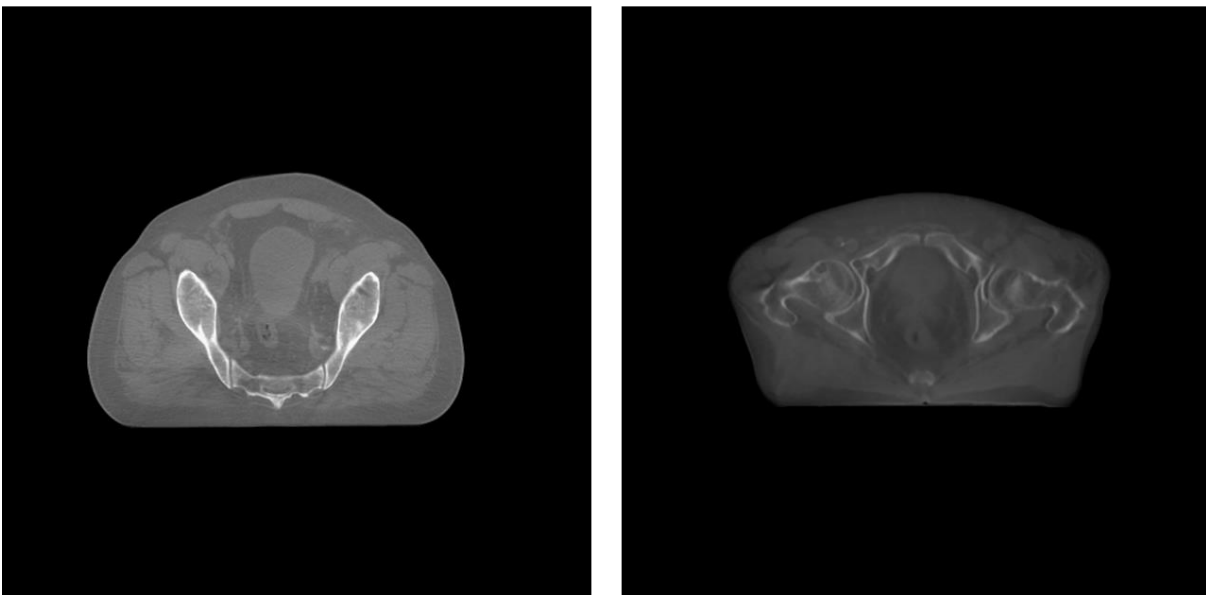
Scansioni CBCT dei produttori Varian Medical Systems (a sinistra) ed Elekta (a destra). Rispetto alle immagini Elekta, le immagini Varian risultano visivamente più definite e meno soggette ad artefatti.
